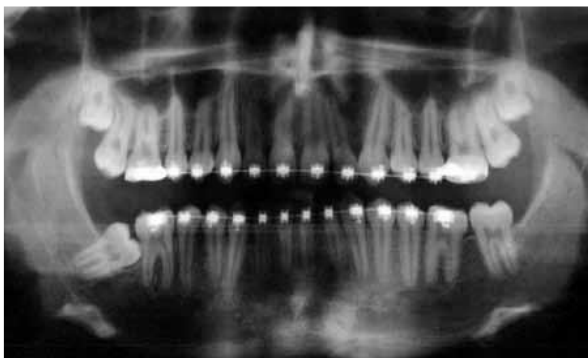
Radiografia panorâmica inicial mostrando o dente 47 com impacção mesial. (FREIRE-MAIA et al., 2011)
